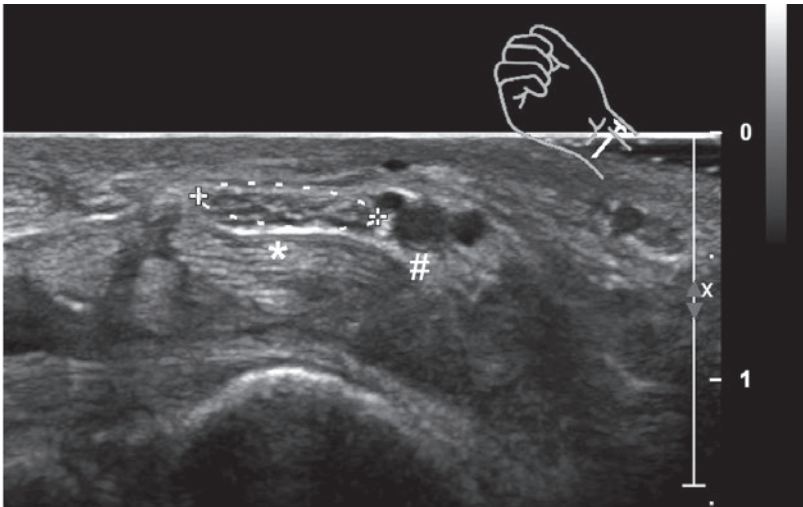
Coupe échographique transversale au niveau de l'entrée du canal carpien: l'artère médiane persistante thrombosée (#) et ses veines comitantes se trouvent du côté radial du nerf médian normal (*).
